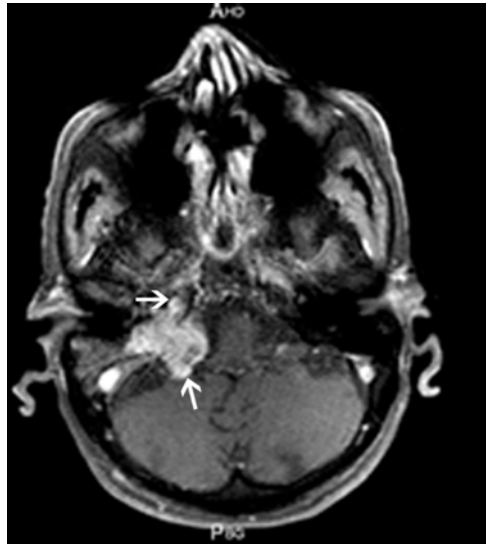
IRM en T1 après injection de gadolinium. PTJ classé C2Di1 du côté droit : la tumeur est en contact étroit avec l'ACI verticale (C3) (flèche avant) et pénètre de moins de 2 cm dans l'angle ponto-cérébelleux (D11) (flèche arrière).
